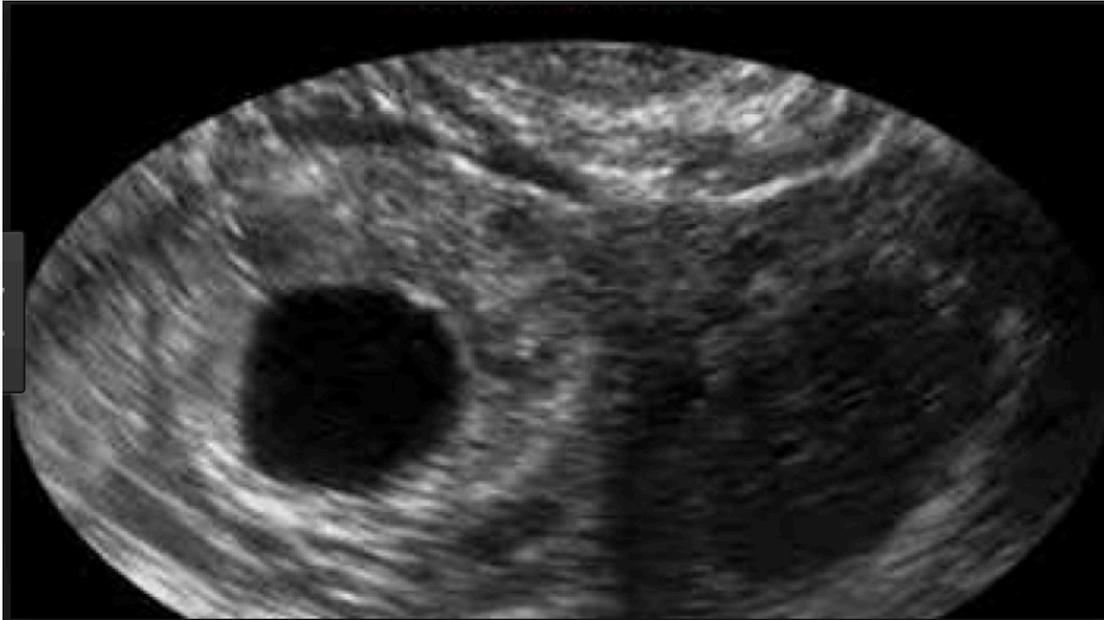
Image échographique d'une GEU : pseudo sac gestationnel avec masse latéro-utérine. Source web.
